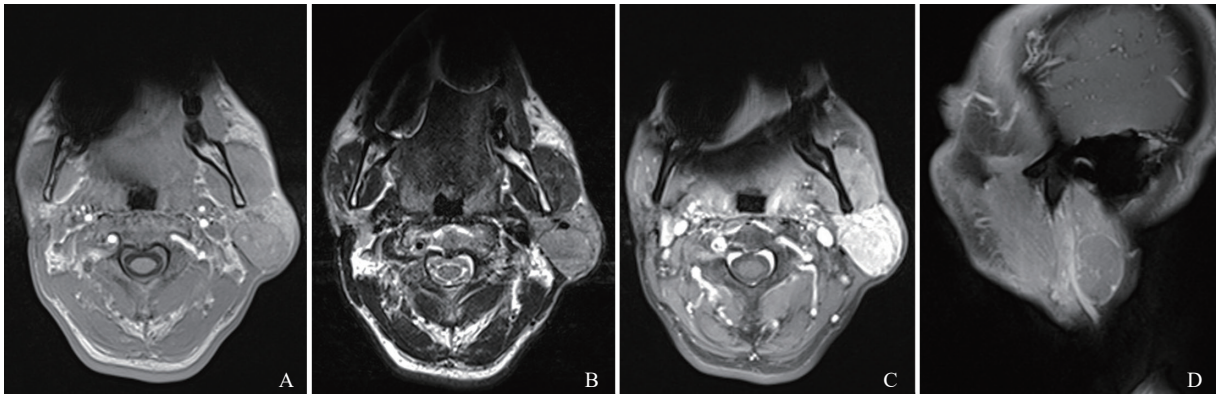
典型病例2(男性, 53岁)左侧腮腺腺淋巴瘤MRI图像
